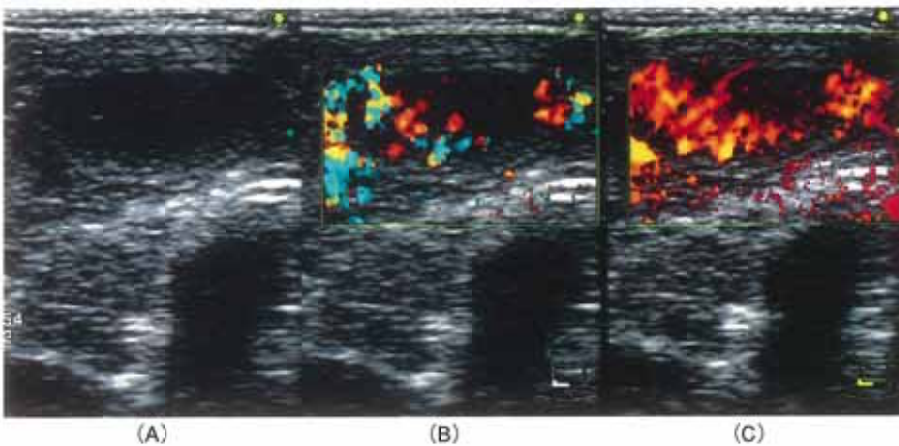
45-year-old man with malignant lymphoma. Transverse scan shows hypoechoic and homogeneous mass in right thyroid lobe (A). Power Doppler imaging (C) depicted more tumor vessels than color doppler imaging (B). Blood flow is depicted in central and peripheral part of the mass.
